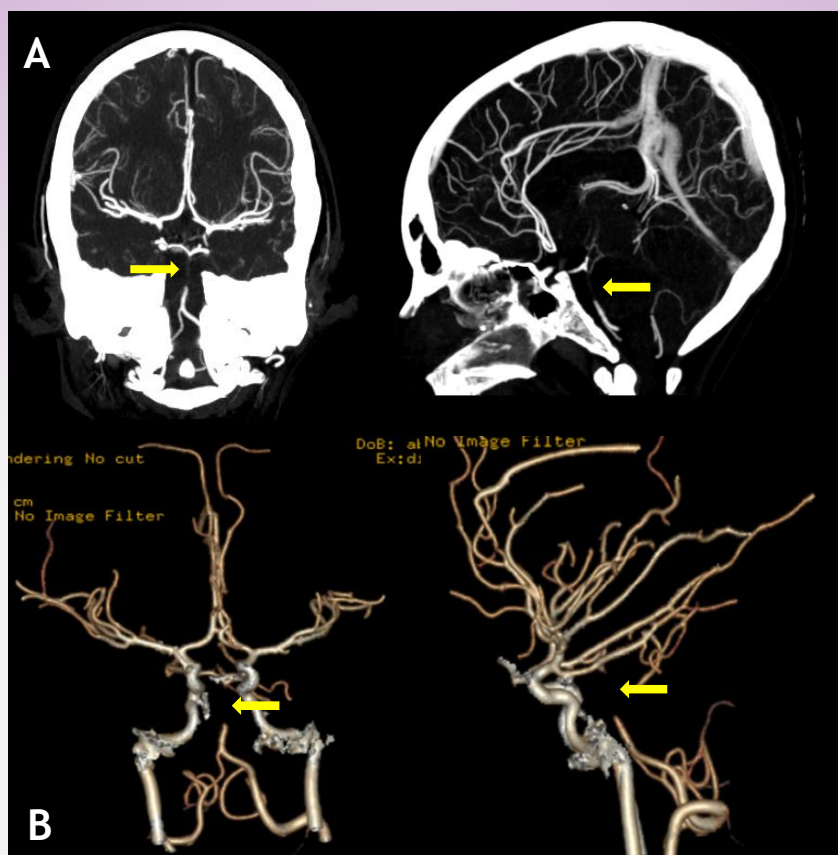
Angiotomografía de vasos intracraneanos.
